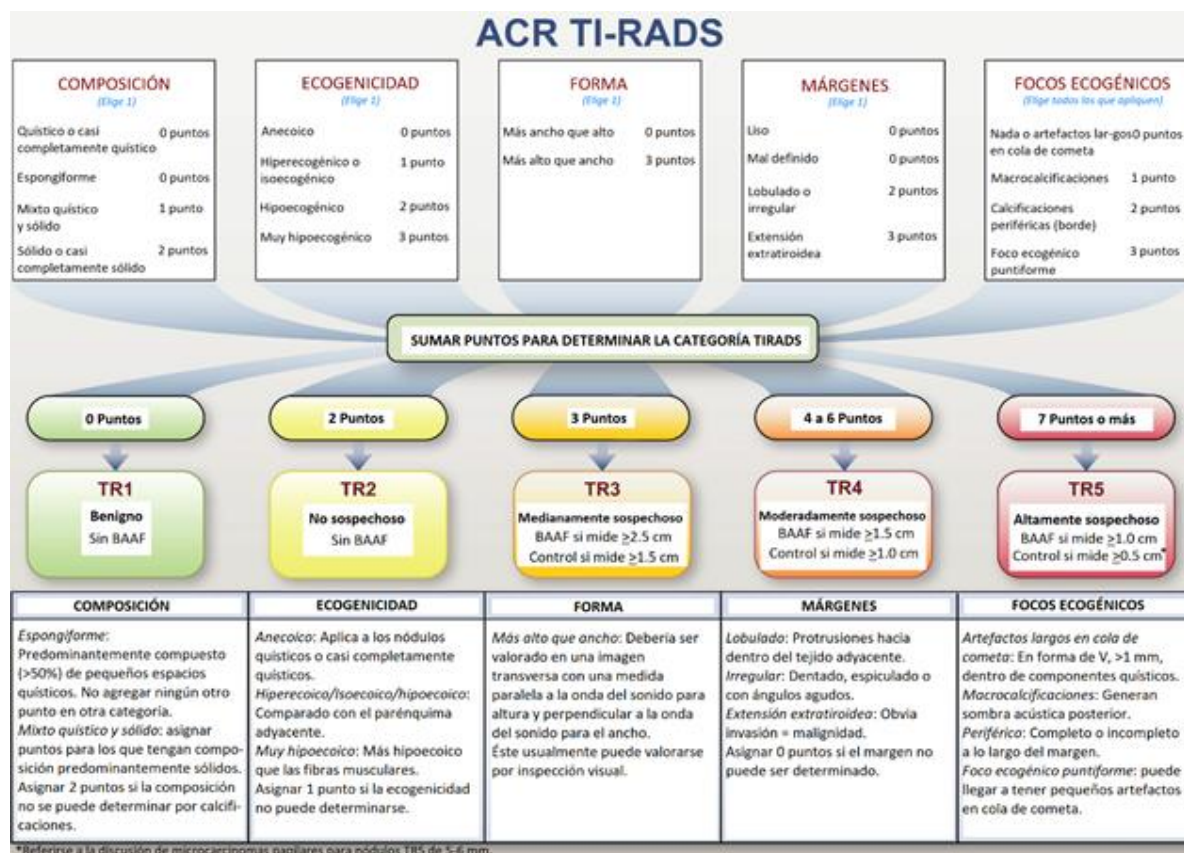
Características por ultrasonido y puntos asociados agrupados de acuerdo a las cinco categorías del TIRADS del Colegio Americano de Radiología (ACR, por sus siglas en inglés) (Tessler et al., 2017).
